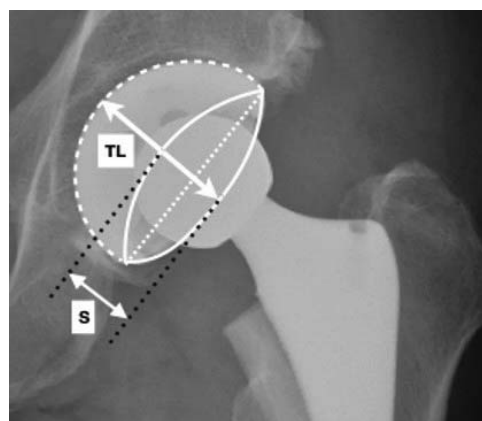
Método Widmer para determinar la anteversión acetabular sobre una radiografía AP de cadera.
